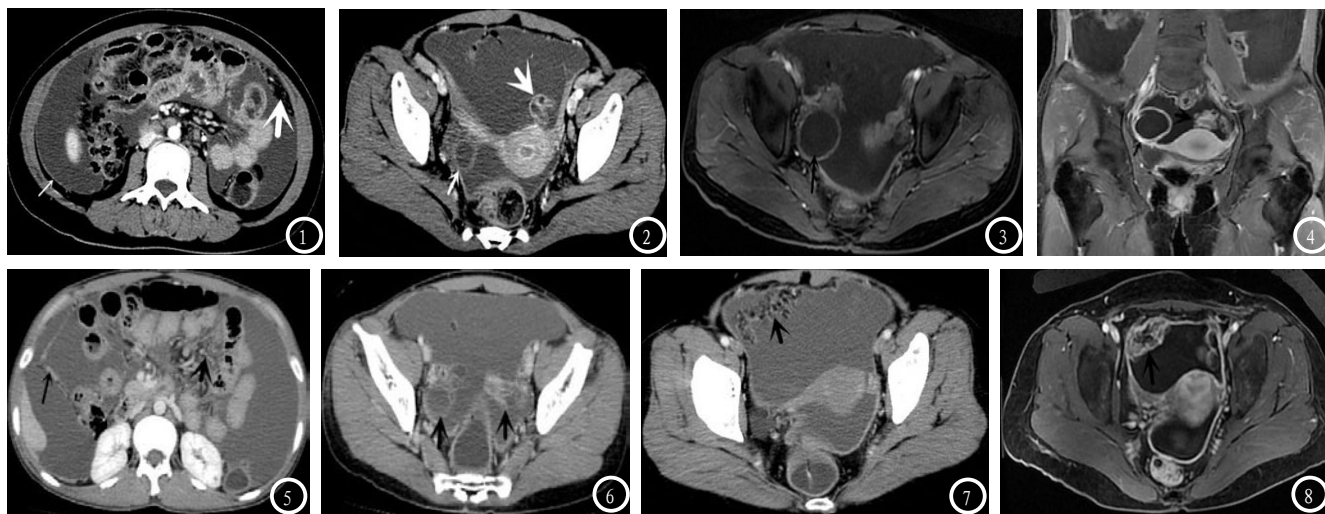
女, 34岁, 因不孕、腹胀2年就诊, 经手术证实为输卵管、卵巢结核。图1示右侧肋腹部腹膜增厚、轻度强化(细箭), 大网膜增厚, 污迹状, 其内可见粗乱条索、粟粒状小结节(粗箭)。图2-4示右侧附件囊性肿块, 囊壁均匀强化(细箭), 左侧附件呈腊肠状迂曲改变, 较均匀强化(粗箭)。图5-8 女, 40岁, 因腹胀就诊, 经手术证实为输卵管结核、积水。图5示腹膜小条状增厚, 光滑(细箭), 肠系膜增厚呈“放射状”(粗箭)。腹水密度较高。图6示右侧附件区囊性肿块, 囊壁强化, 左侧附件区呈腊肠状改变。图7-8为同一层面CT增强, MRI T1增强腹膜增厚呈污迹状, 边缘较光滑, 轻度强化(箭头)。
